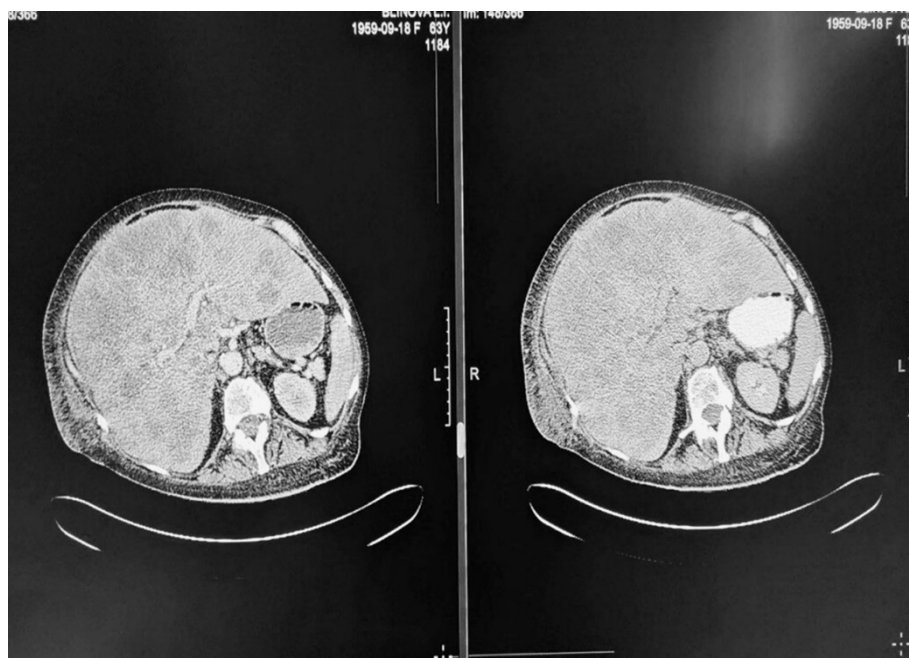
МСКТ-картина поражения печени
